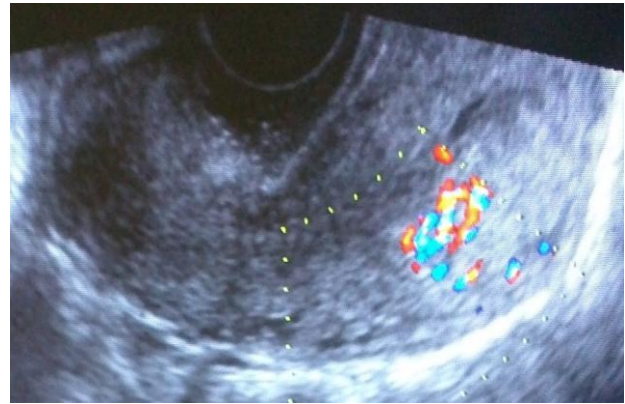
Image échographique hétérogène juxta-cavitaire avec un important phénomène d'aliasing au mode doppler.
